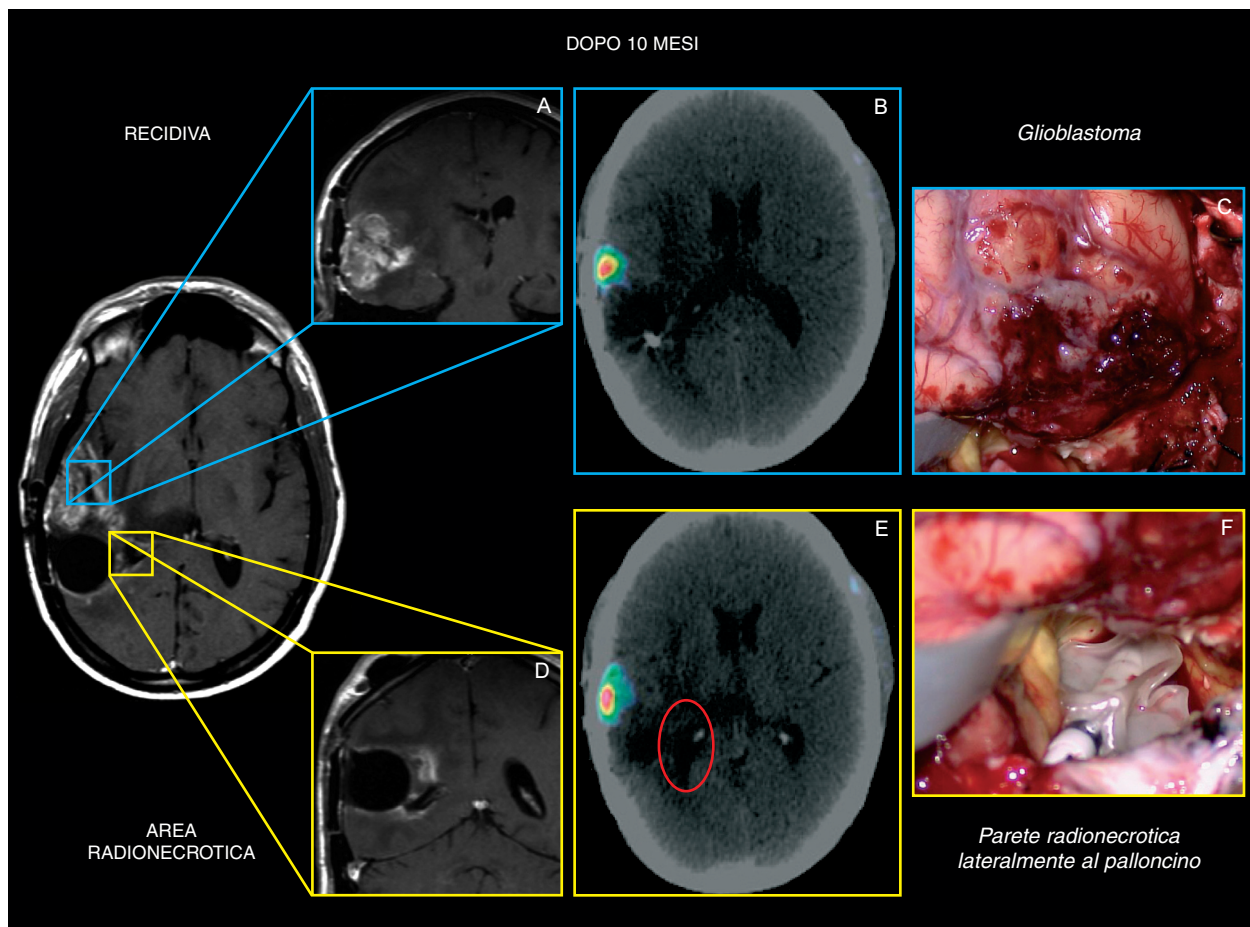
Valutazione del follow up mediante diverse tecniche di imaging: RM cerebrale con e senza mezzo di contrasto e PET/TC con FET. L'esecuzione di entrambe le metodiche di imaging permette di avere una migliore definizione del quadro e di discernere tra una immagine riferibile ad una recidiva di malattia piuttosto che ad un quadro di alterazione di segnale post-brachiterapia. Nella sequenza in alto, all'enhancement in RM (A) corrisponde un netto uptake (B) del radiofarmaco (FET) suggestivo per recidiva di malattia a livello del bordo anteriore della cavità chirurgica, con conseguente conferma intra-operatoria (C). Nella sequenza inferiore, al sospetto enhancement lateralmente al palloncino alla RM (D) non corrisponde un uptake del radiofarmaco alla PET/TC (E) e durante l'intervento chirurgico si evidenzia la presenza di tessuto cicatriziale come da esiti post-attinici (F).
